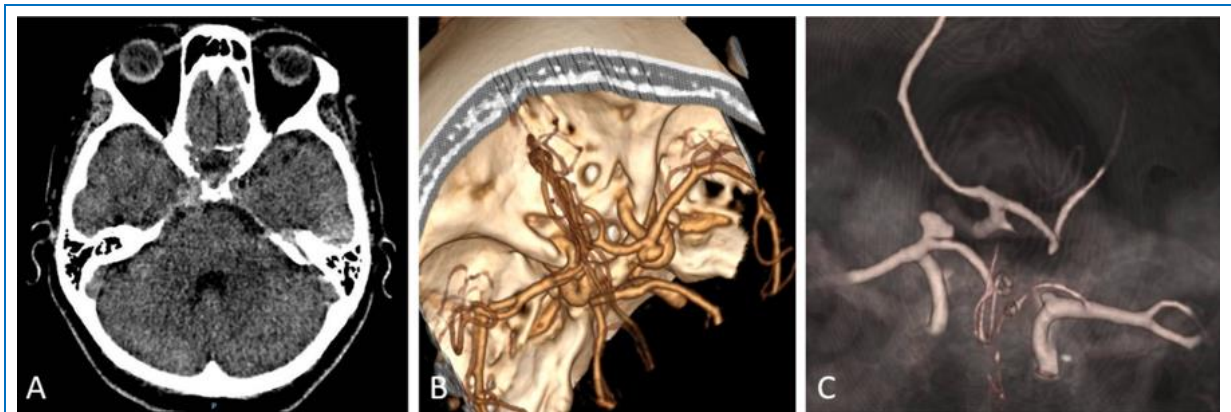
(A) Tomografía cerebral sin contraste en corte axial que muestra hemorragia subaracnoidea a predominio de Valle de Silvio y cisterna basal derecha. (B) AngioTEM que muestra el aneurisma sacular en la bifurcación carotídea derecha. (C) Reconstrucción en 3D que muestra la dilatación aneurismática en la bifurcación carotídea.
